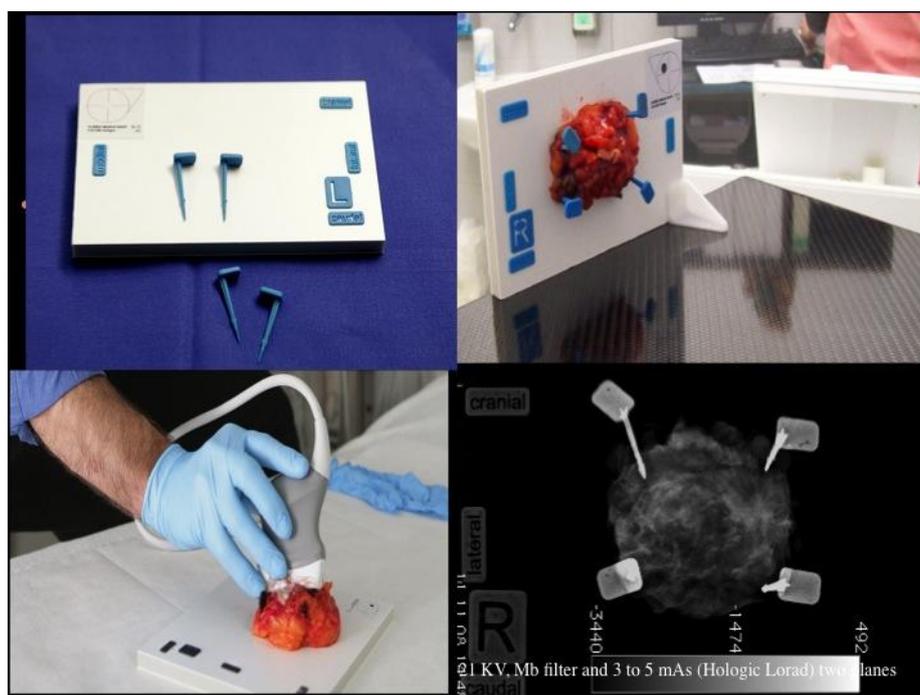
Sonographisch gestützte Operation zur BET (Huschmand Nia et al., 2011)
